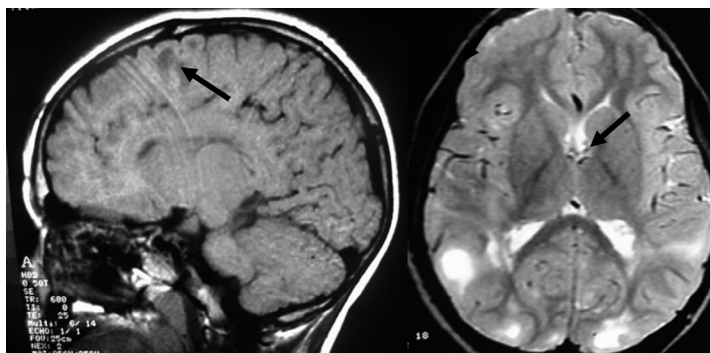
Caso 8. Resonancia magnética nuclear. Corte sagital: Túberes corticales parieto-temporales. Corte axial: nódulos subependimarios.
